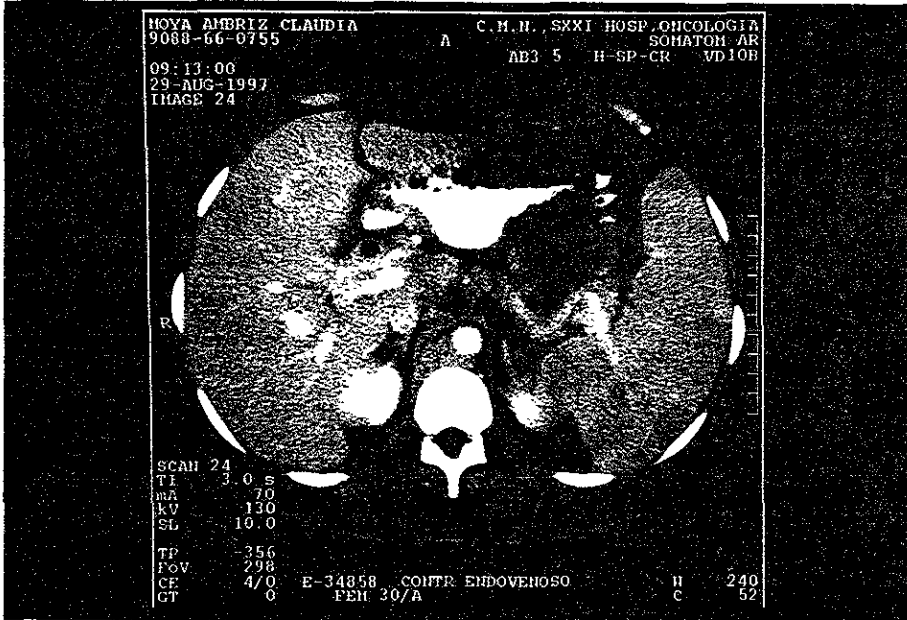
Corte de tomografía axial computada que demuestra esplenomegalia con zonas hipodensas en su interior, así como engrosamiento de la pared del estómago.
